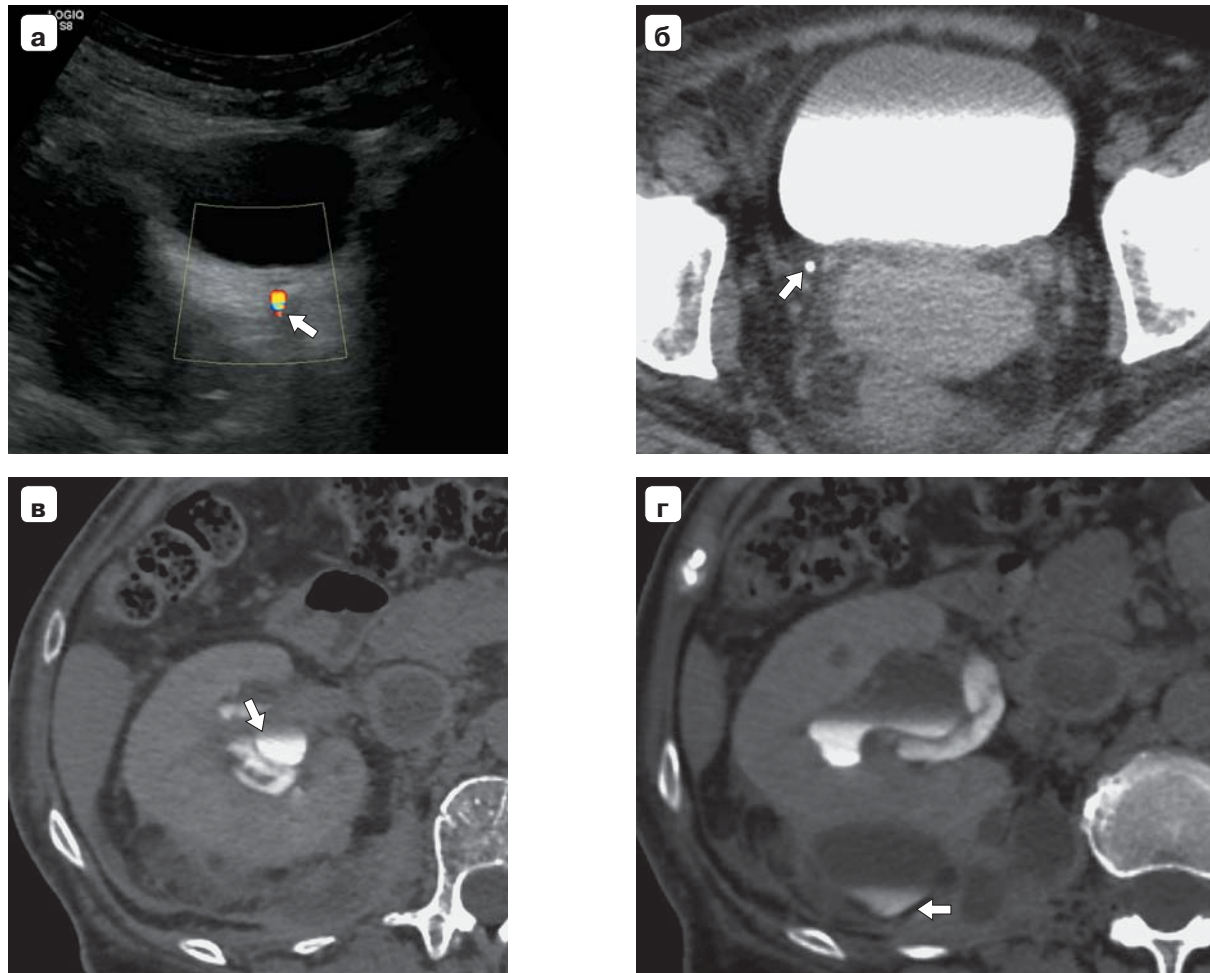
Камень юкставезикального отдела правого мочеточника. а – ультразвуковое исследование. Стрелка – артефакт мерцания позади конкремента; б – КТ с контрастированием, экскреторная фаза. Конкремент – стрелка; в – КТ-картина “псевдодиссекции” лоханки (стрелка); г – перипельвикальная уринома с контрастированной мочой (стрелка).
